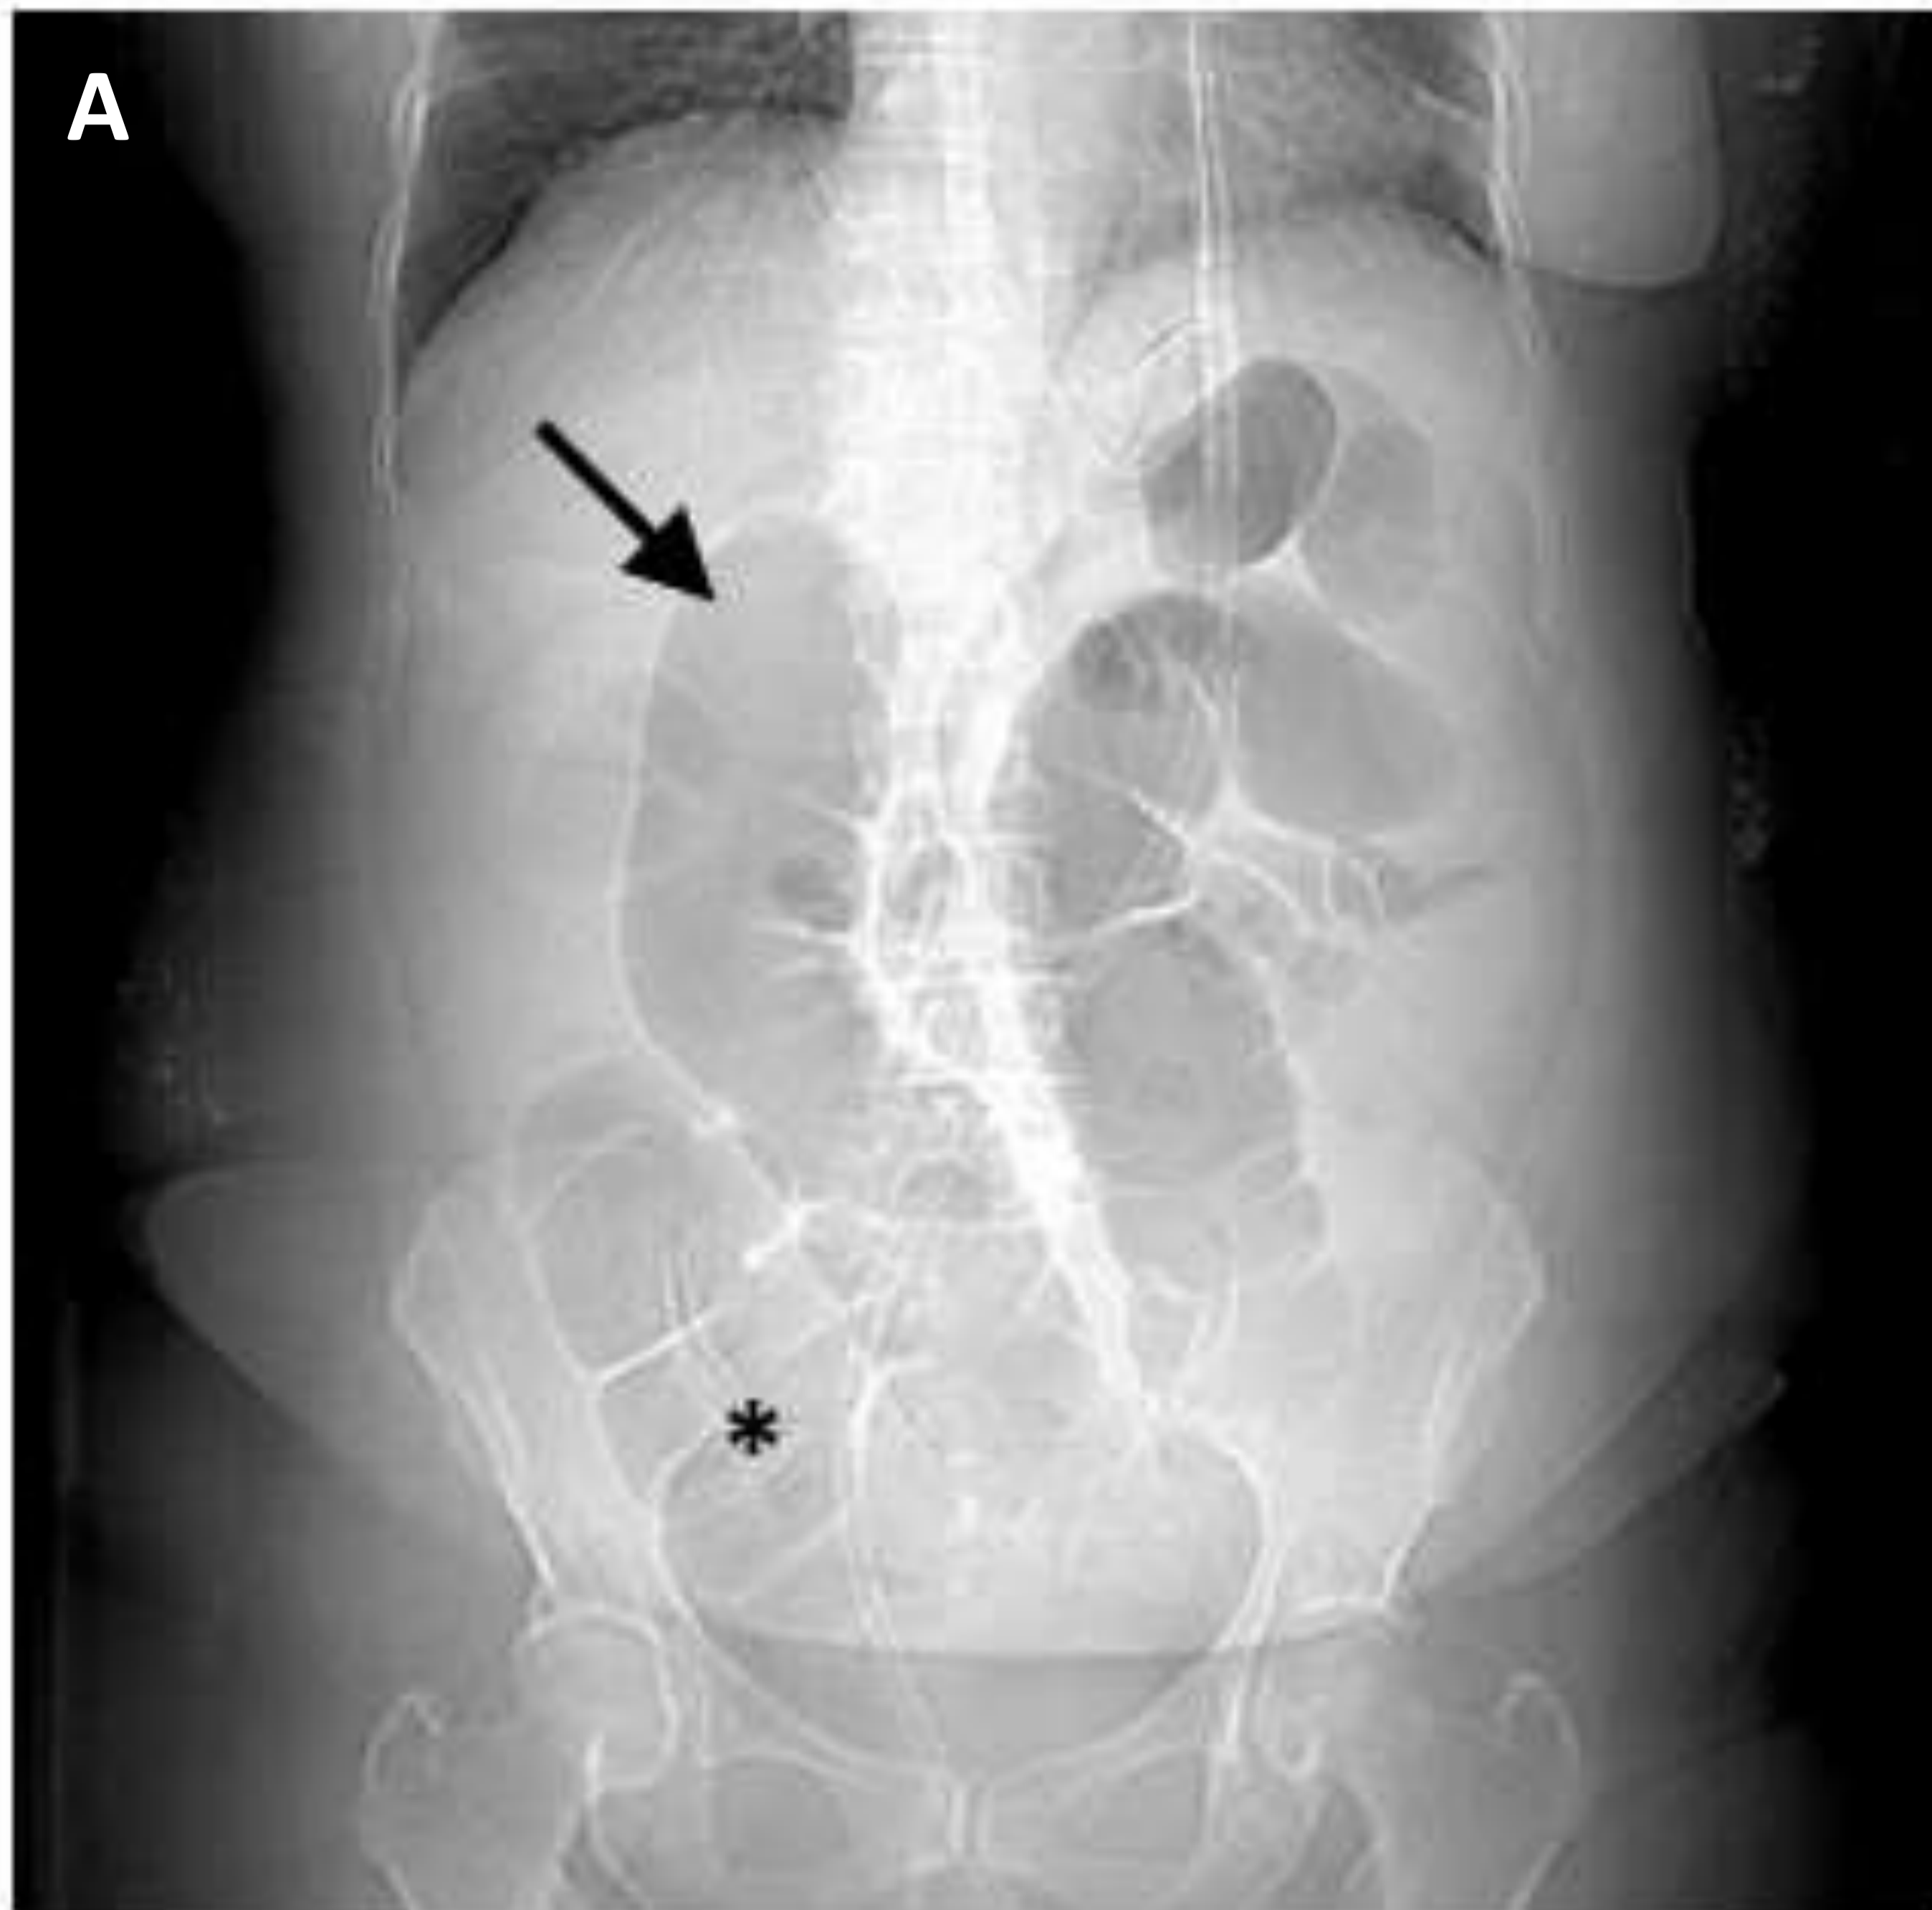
Obstrucción de intestino grueso. Topograma (A), equivalente a RX abdominal en decúbito supino, TC abdominal en plano coronal (B) y RX de abdomen en bipedestación (C). Paciente con neoplasia de colon descendente que ocasiona cuadro obstructivo con diferentes signos radiológicos de obstrucción: dilatación del ciego mayor a 9 cm (asterisco), dilatación de colon transverso mayor a 6 cm (flecha simple) y presencia de niveles hidroaéreos con altura diferencial mayor a 2 cm (doble flecha).
